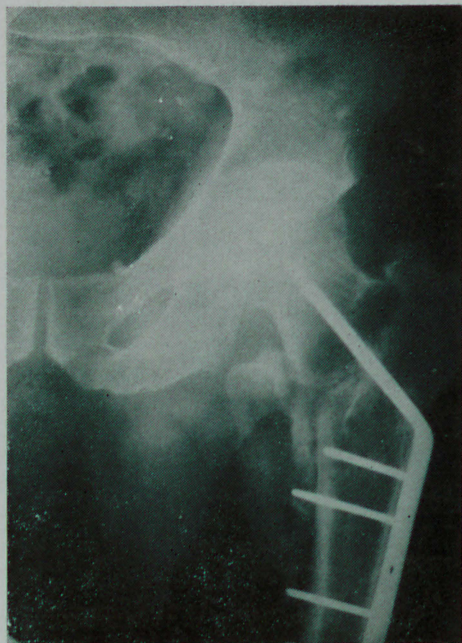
Caso 4 — Radiografia de face. Contrôlê posoperatório de 3 meses. Fratura em consolidação. Lâmina curta.
